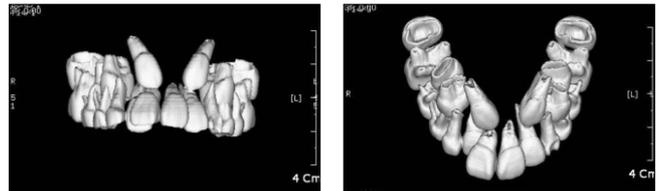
3D CT view before the orthodontic traction of upper ectopic canines.
